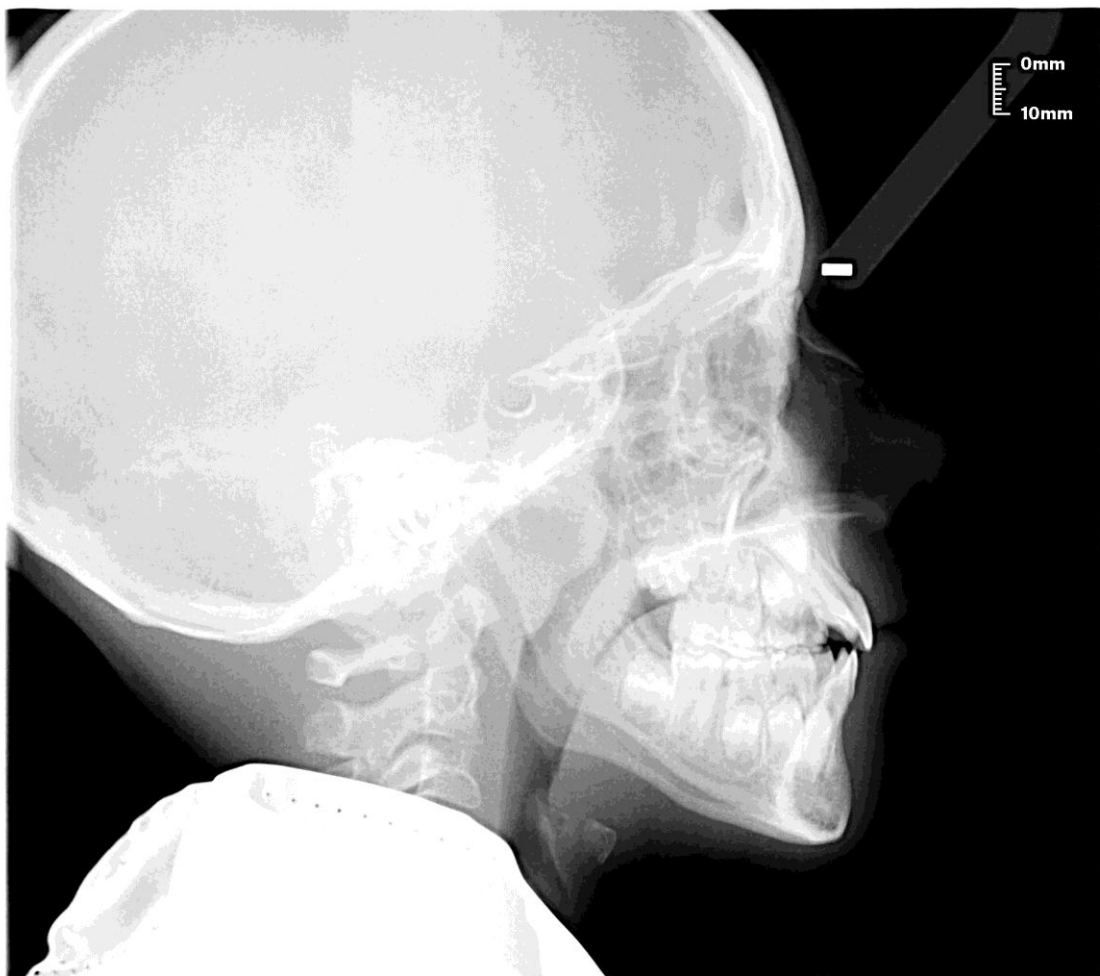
Telerradiografía lateral del cráneo.
